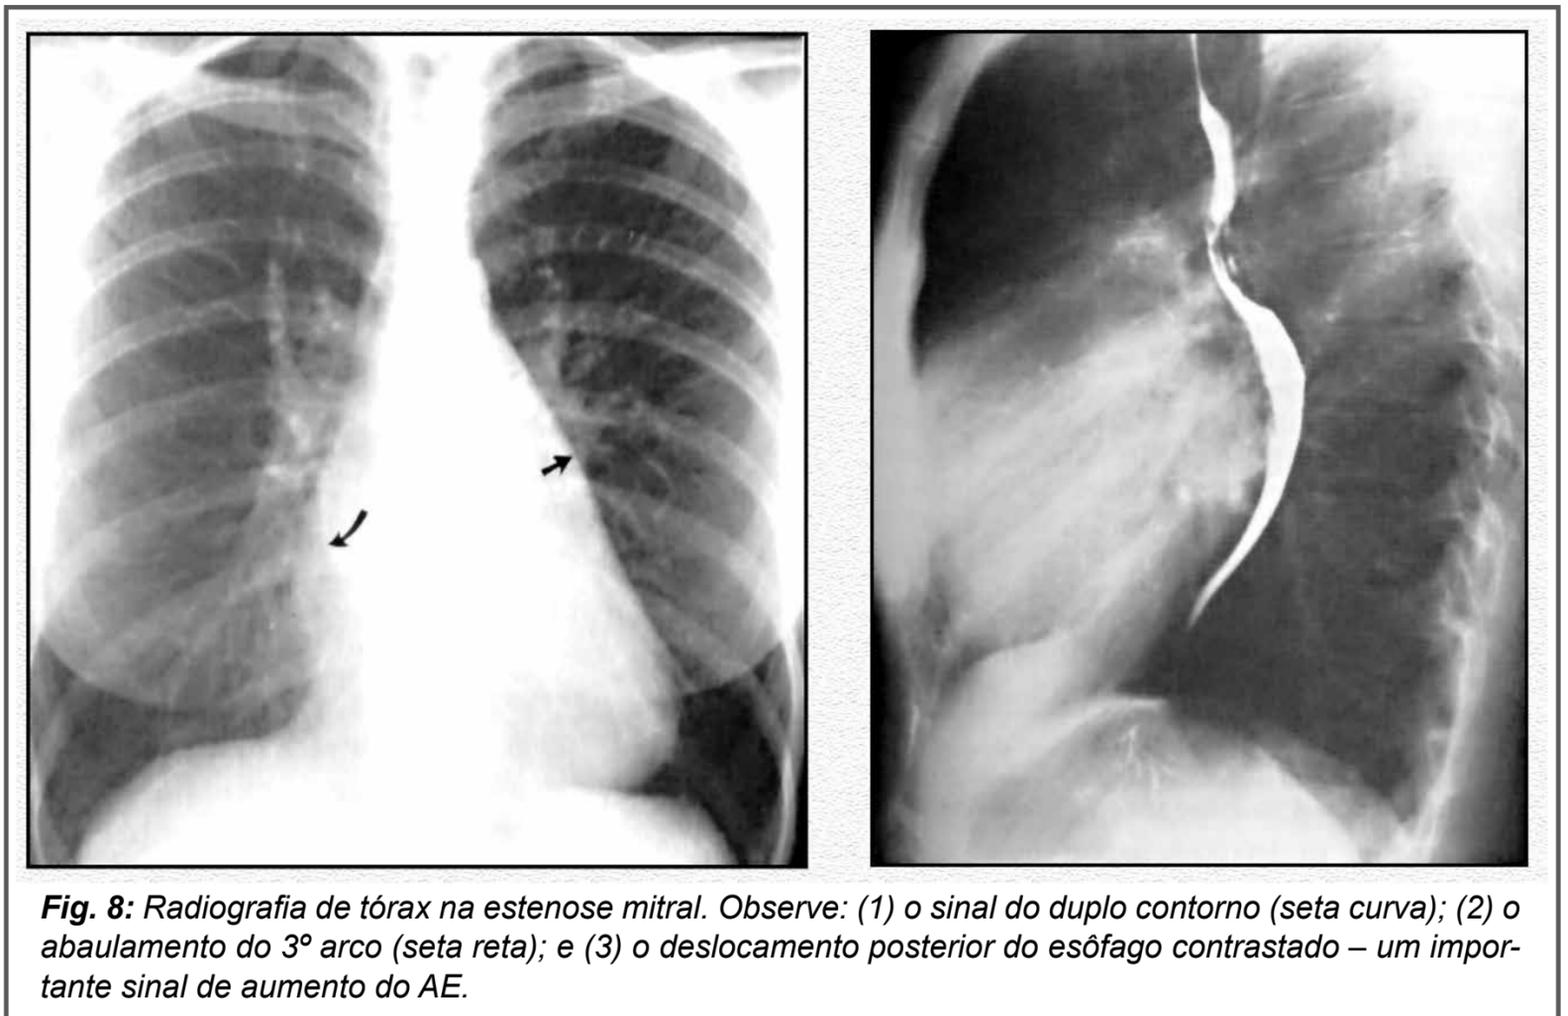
Radiografia de tórax na estenose mitral. Observe: (1) o sinal do duplo contorno (seta curva); (2) o abaulamento do 3º arco (seta reta); e (3) o deslocamento posterior do esôfago contrastado – um importante sinal de aumento do AE.
